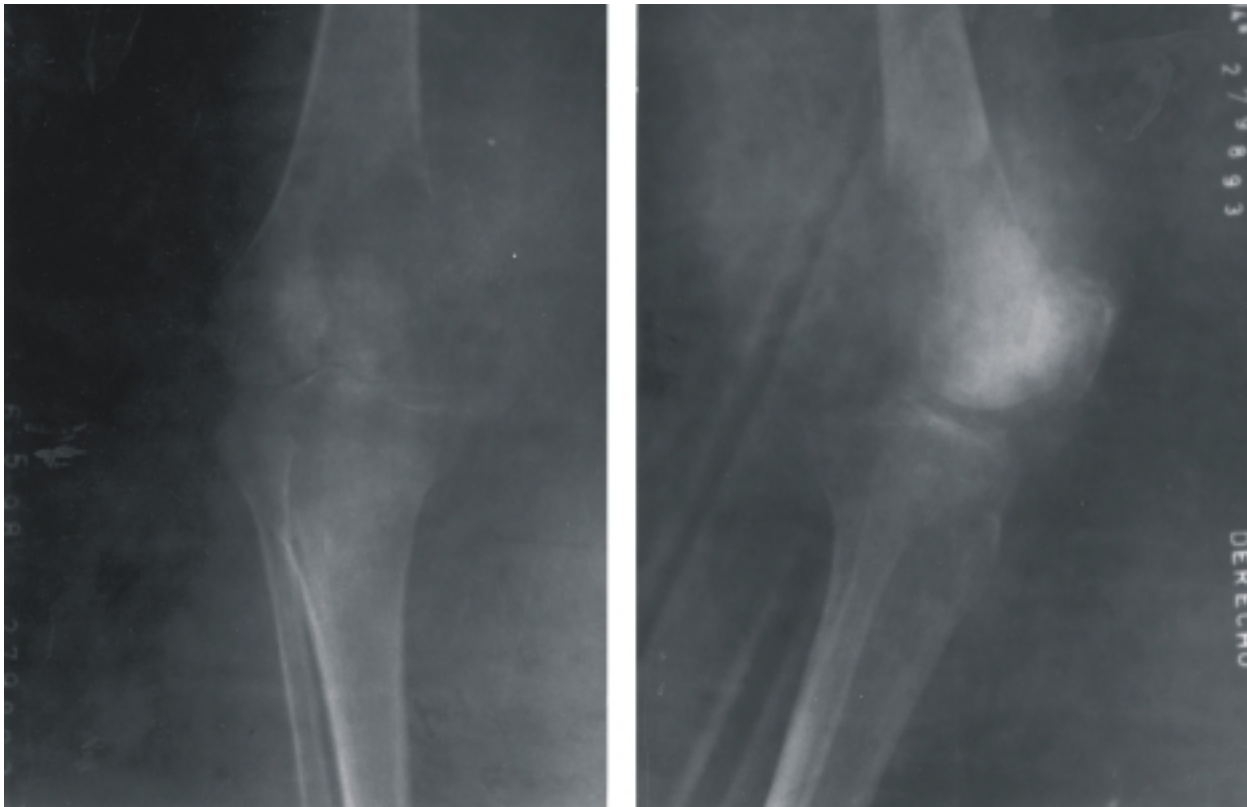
Radiografías anteroposterior y lateral de la rodilla que muestran la extensión del tumor y ruptura de la cortical y la invasión de las partes blandas.
